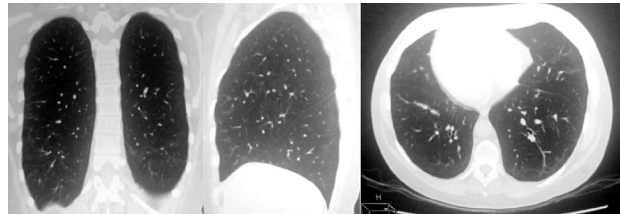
КТ грудної клітки пацієнтки, травень 2023 р. Через 6 міс лікування метилпреднізолоном та ММФ на КТ грудної клітки виявлена повна реституція легеневої паренхіми.
